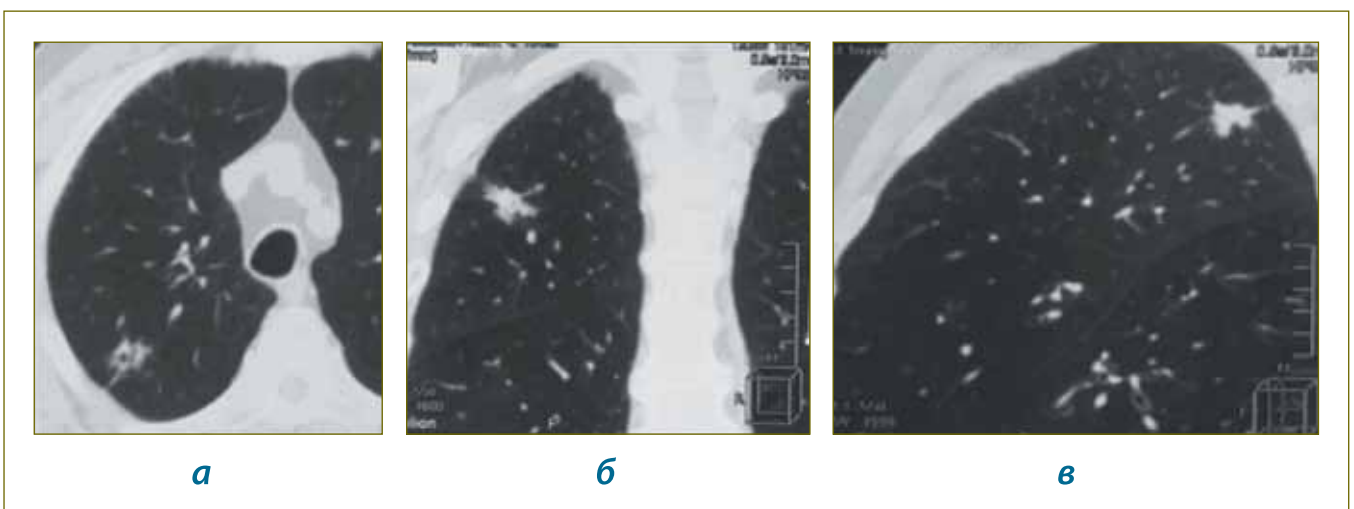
Срезы КТ органов грудной клетки пациента З., 76 лет, в аксиальной (а), коронарной (б) и сагиттальной (в) плоскостях: лучистые контуры и ячеистая структура группы сливающихся очагов
